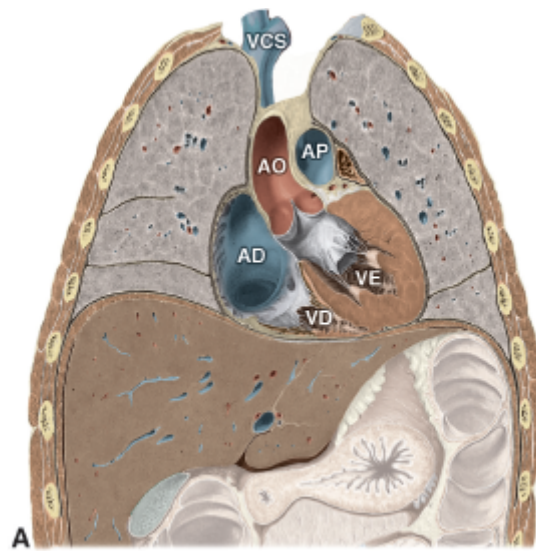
A. Corte longitudinal do tórax. B. Radiografia simples do tórax em PA, destacando-se a composição da silhueta cardíaca. Ao, aorta; AP, artéria pulmonar; AD, átrio direito; VD, ventrículo direito; VE, ventrículo esquerdo; VCS, veia cava superior.
